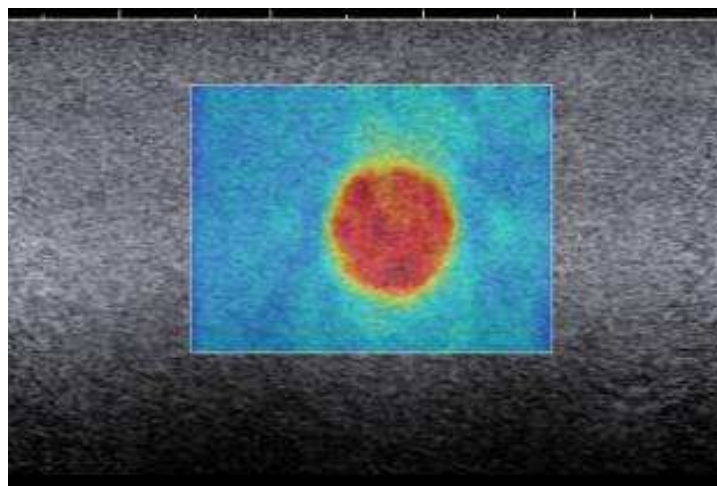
Carte de vitesse de groupe obtenue dans un gel mou contenant une inclusion sphérique dure par la technique SSI. La carte est superposée sur l’image BMode échographique.
